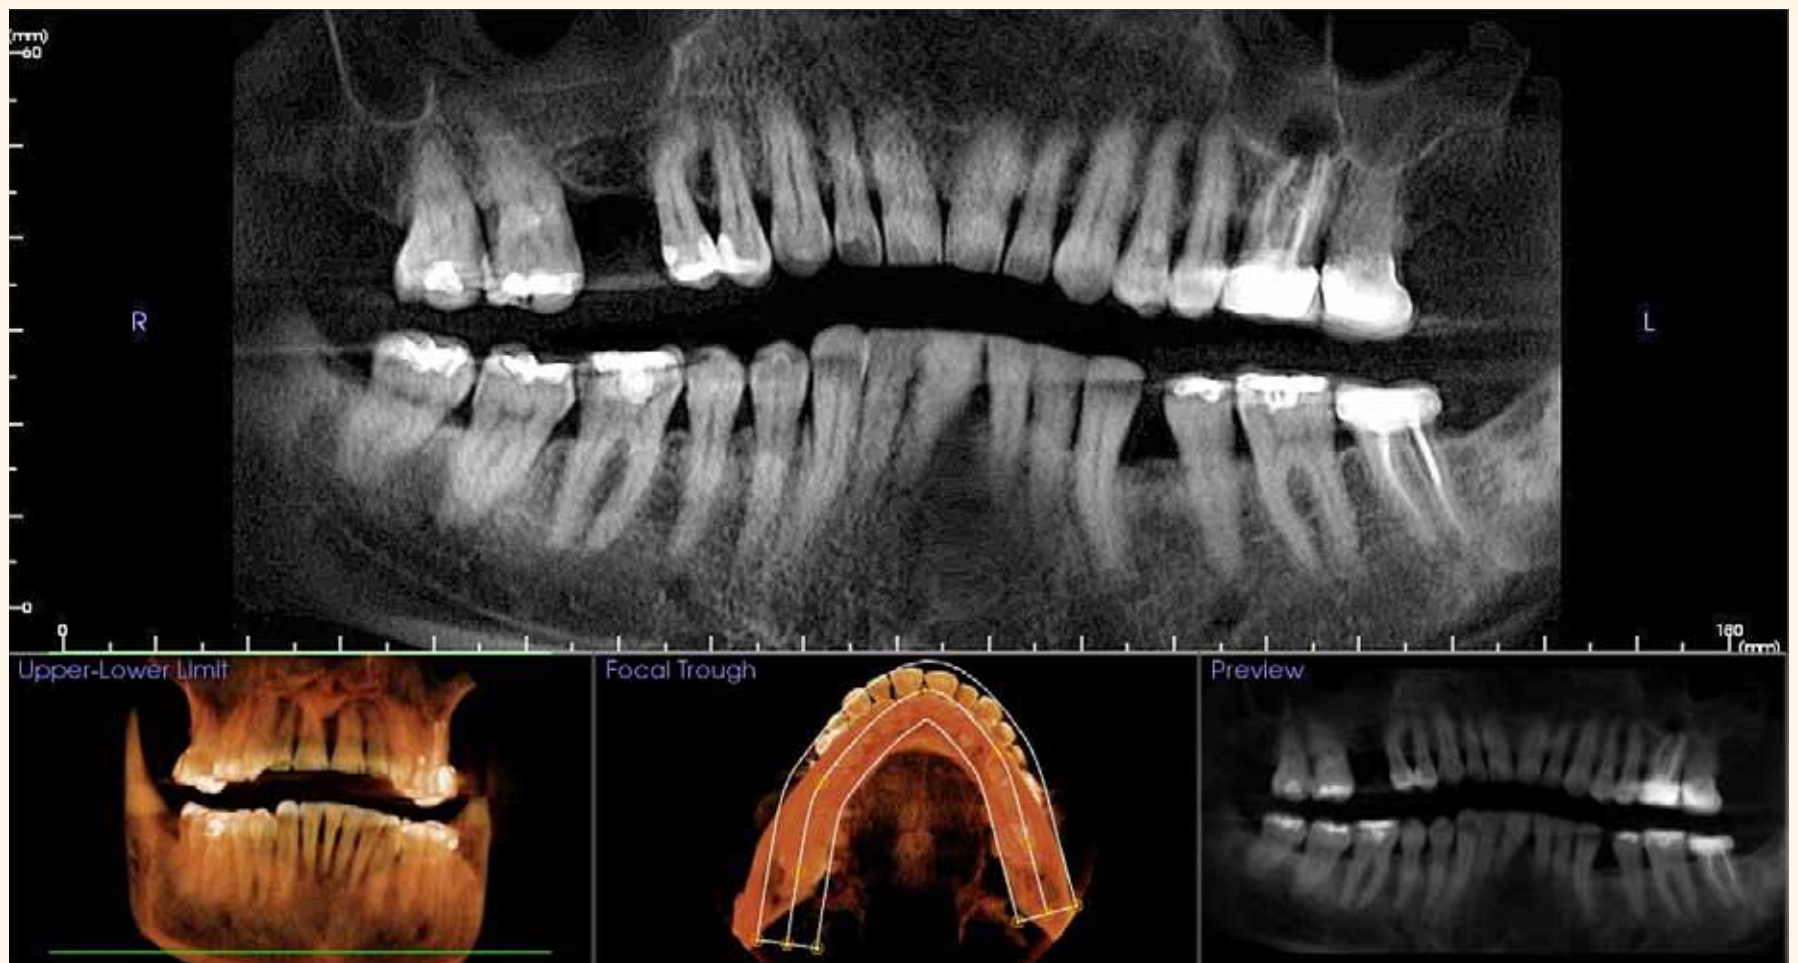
Imágenes bidimensionales y tridimensionales de CBCT.
